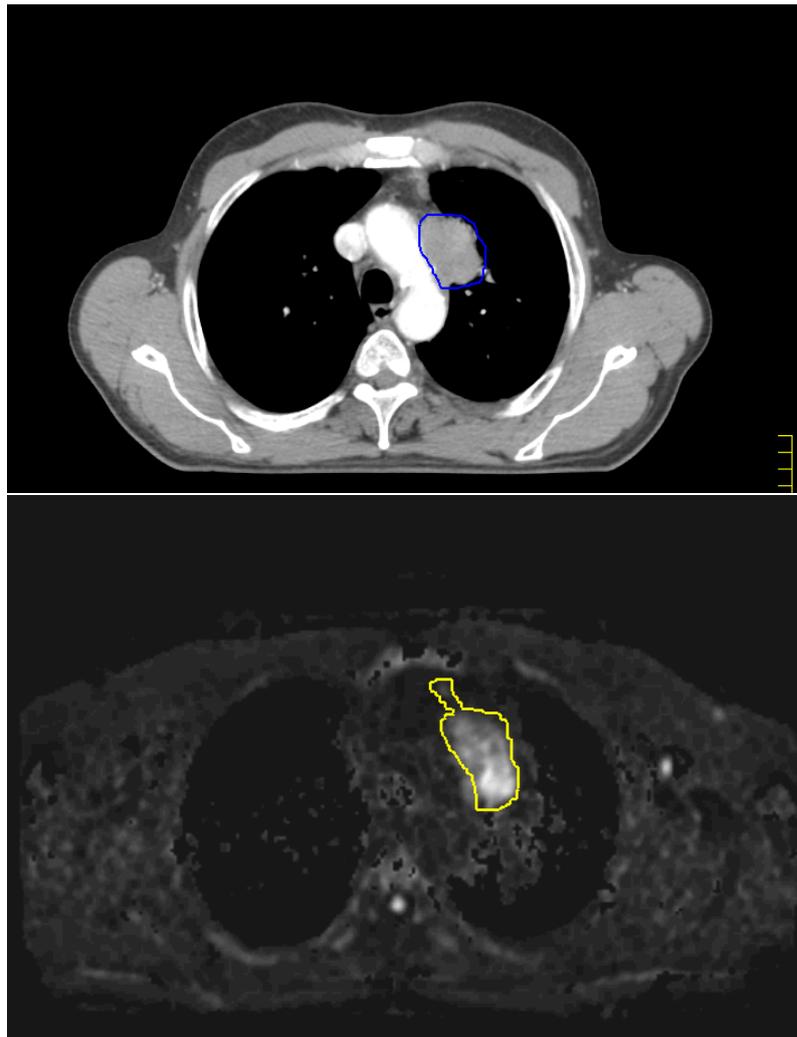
Fall 3: CT Abdomenfenster und DWI
